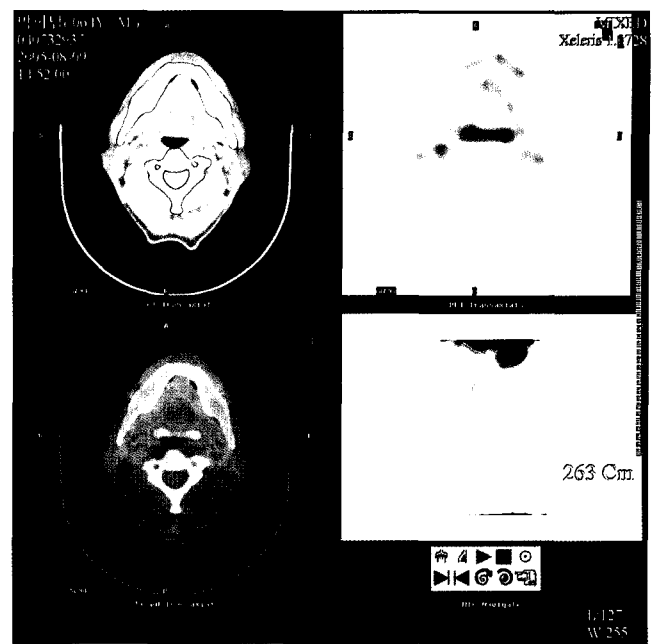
Follow-up PET/CT scans. No abnormal FDG uptake in mouth floor.
